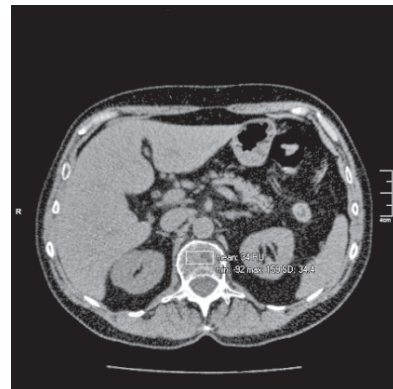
Аксіальний зріз КТ пацієнтки Х. з денситометричними показниками поперекового відділу хребта через 2 роки від початку лікування в ННЦ ФПА НАМНУ
